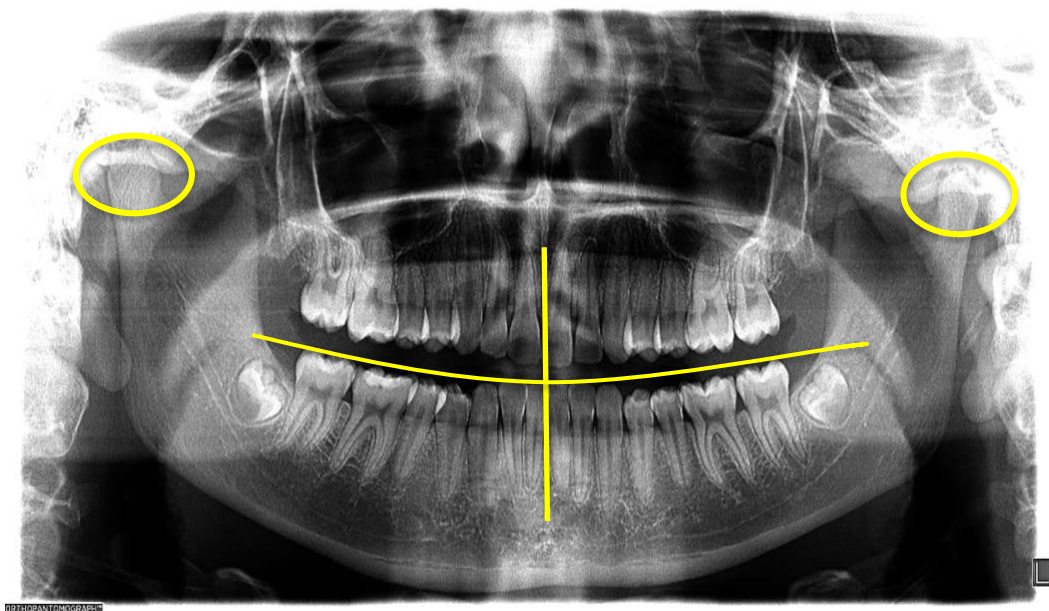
Características correctas de la Ortopantomografía.⁴
